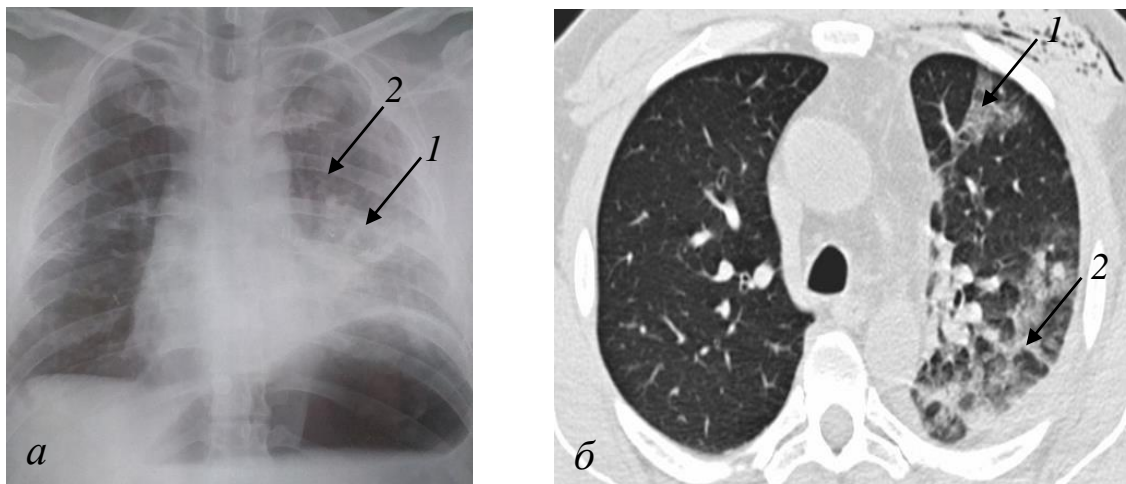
Интерстициальный постперфузионный отёк лёгкого (пояснения в тексте). Пациент С., 42 года. Состояние после анатомической резекции язычковых сегментов левого легкого, ИХПЛ цисплатином 200 мг, а – обзорная рентгенограмма груди в положении сидя в палате в первые сутки после операции, б – аксиальный срез КТ груди в легочном окне на третьи сутки после операции
